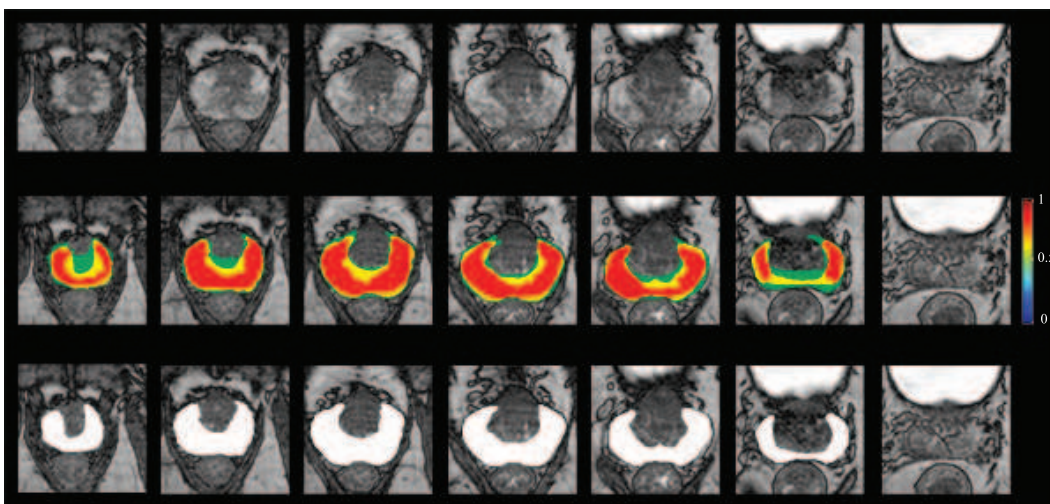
Variabilité inter-observateur dans la segmentation de l’IRM de la prostate, pour l’étiquetage des pixels de la ZP par trois experts radiologues. Des images pondérées T2 (première ligne) ont été utilisées. Une carte de fréquence d’étiquetage est présentée dans la deuxième ligne, et la vérité terrain estimée par STAPLE figure à la troisième et dernière ligne. Les coupes axiales sont présentées en commençant de l’apex (gauche) et en finissant par la base de la prostate (droite).
